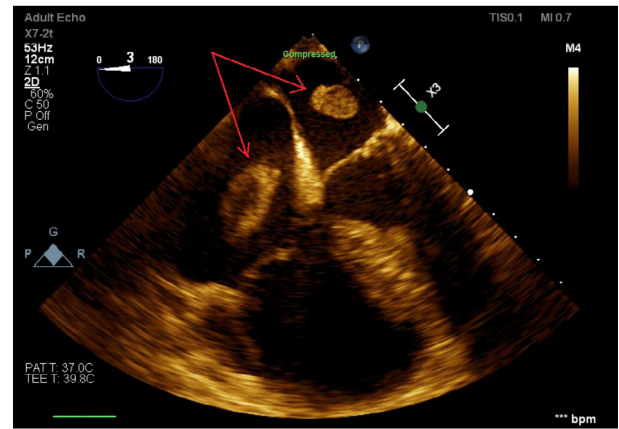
Transesophageal echocardiography showing the thrombus floating in the left and right atria.
